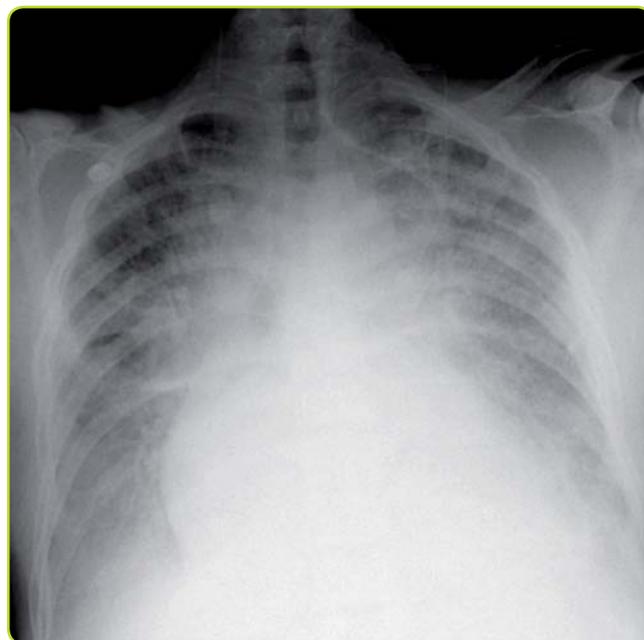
Radiografía de tórax con edema agudo de pulmón.
